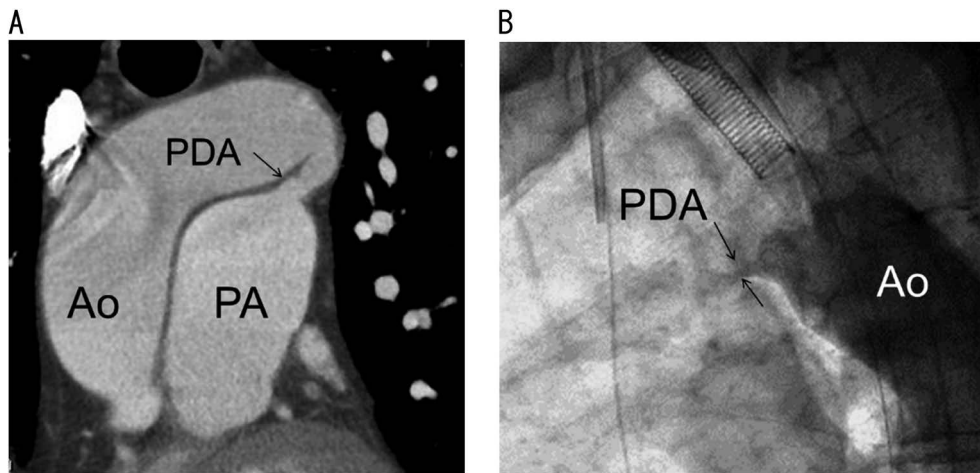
PDA by multiple-detector computer tomography (MDCT) and angiogram. A: PDA on MDCT. The minimum diameter of PDA was 6.8mm. B: PDA on lateral view of descending aortogram. The minimum diameter of the PDA was 2.9mm. PDA, patent ductus arteriosus; Ao, ascending aorta; PA, pulmonary artery.
